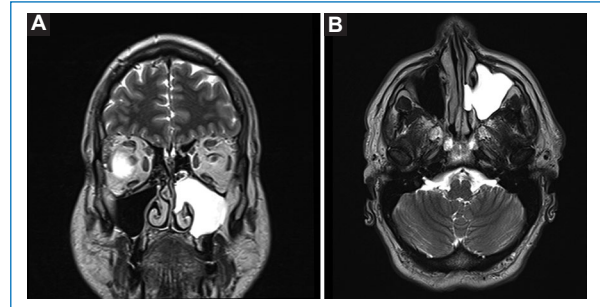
Resonancia magnética. A: corte coronal, secuencia T2, que muestra una lesión hiperintensa que ocupa la totalidad del seno maxilar izquierdo, con extensión hacia la cavidad nasal sin erosión ósea. B: corte axial, secuencia T2, que muestra una lesión hiperintensa que ocupa la totalidad del seno maxilar izquierdo, con extensión hacia la cavidad nasal sin erosión ósea.
